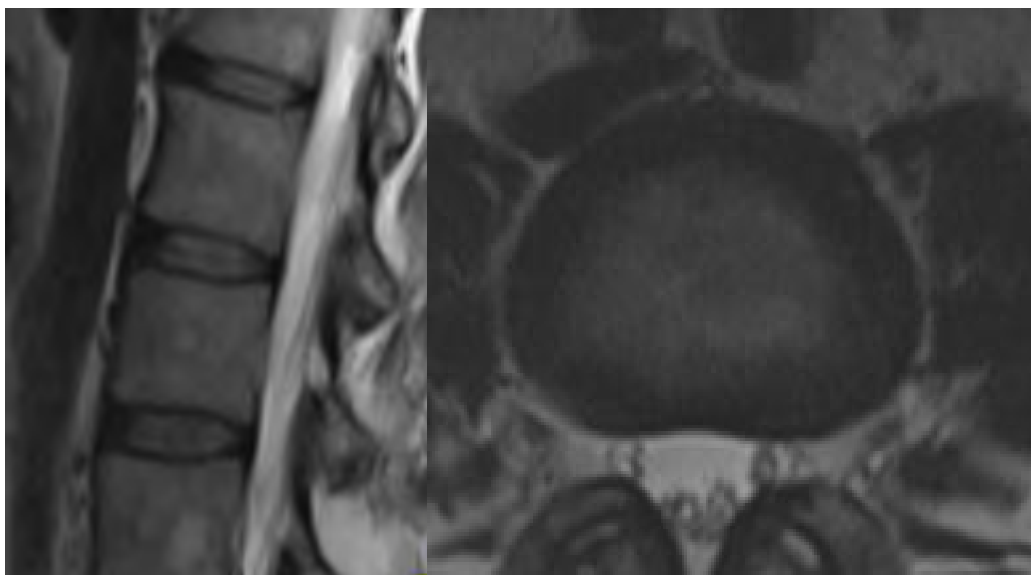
Imagen de un disco intervertebral normal en secuencia T2 de RMN. Fuente: Archivo Clínico.
